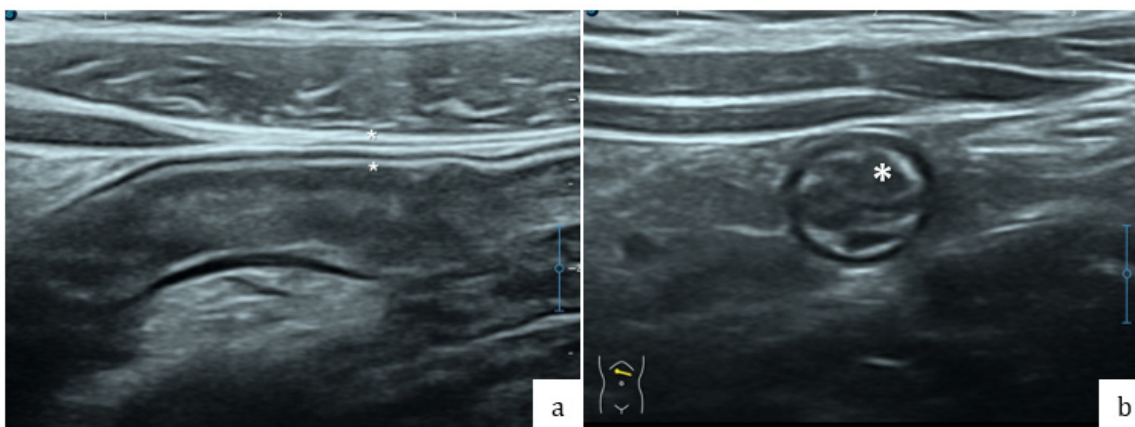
La ecografía abdominal muestra un asa intestinal normal en corte longitudinal, con pared delgada (<3 mm), capas murales bien definidas (hipo e hiperecogénicas) y luz colapsada. Se utilizó un transductor lineal de alta frecuencia que permite una excelente visualización de la estratificación mural. Figura 2b: Ecografía de asa intestinal normal en corte transversal ("signo en diana"). La pared es delgada y mantiene la estratificación en capas concéntricas alrededor de la luz central (*). Este aspecto en diana corresponde a íleon terminal en paciente sano.
